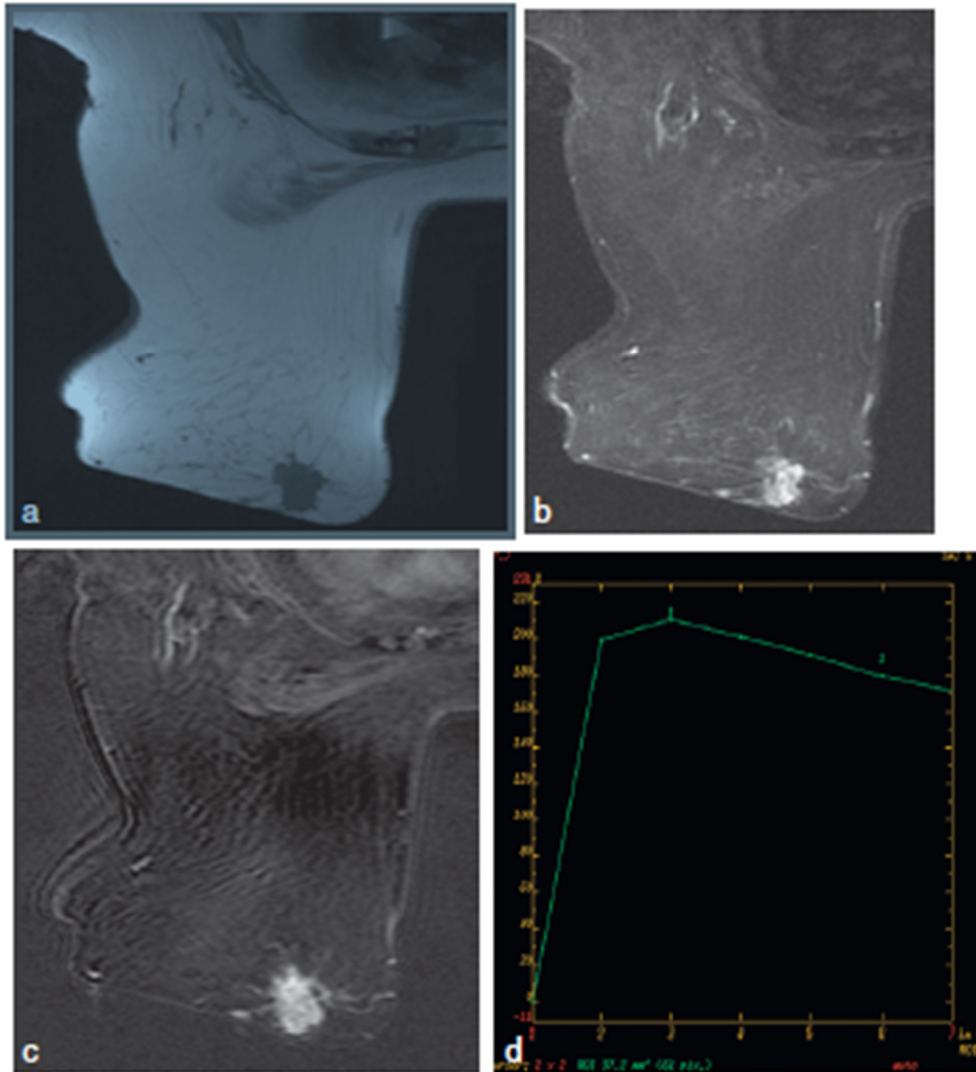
IRM du cas de la [figure 18].
